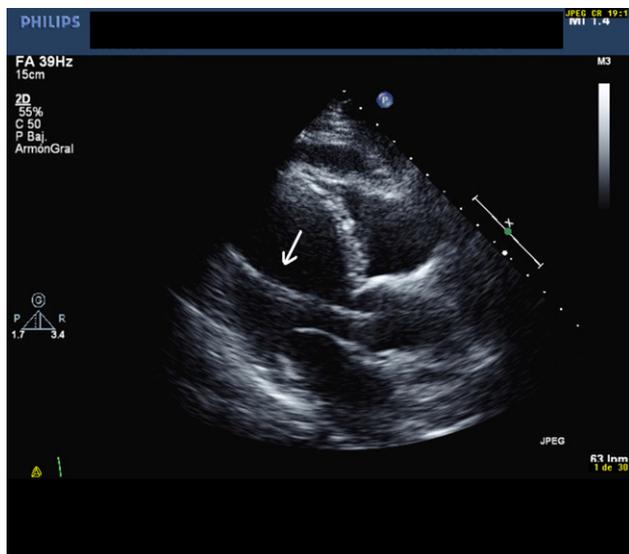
Ecocardiograma transtorácico en eje largo paraesternal. La flecha indica el catéter de marcapasos en la cavidad ventricular izquierda pasando a través de la válvula aórtica.
